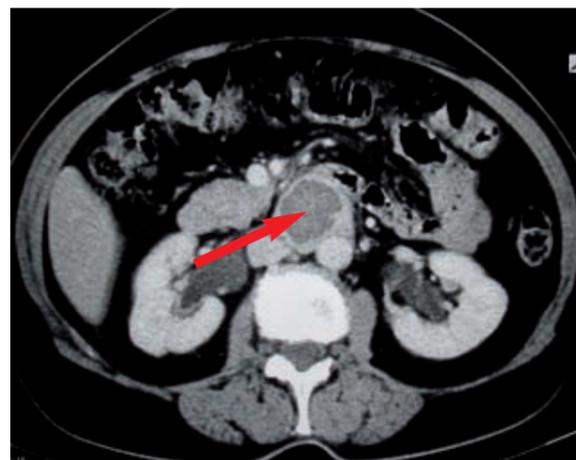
CT mit retroperitonealem Tumor (Pfeil) zwischen Aorta und V. cava inferior.
